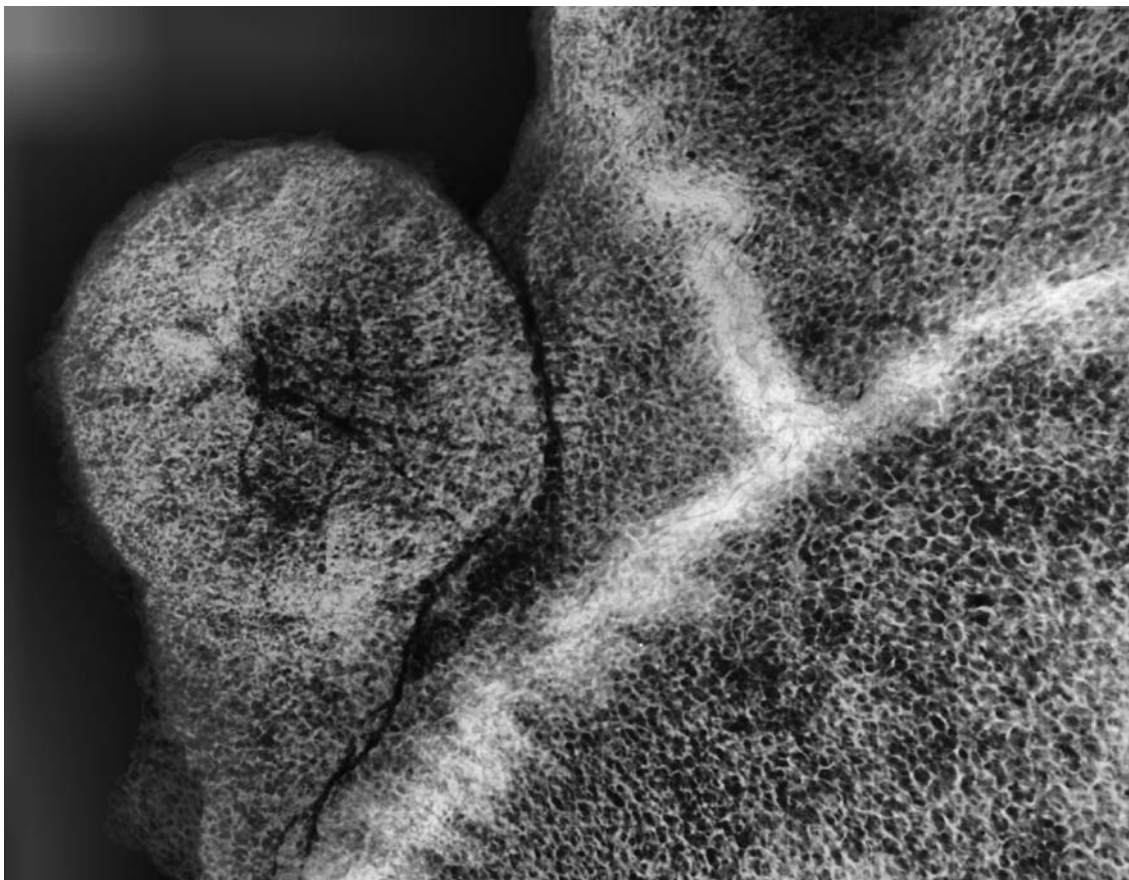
Вдавленный перелом на теменной кости. Микрофокусная рентгенограмма
